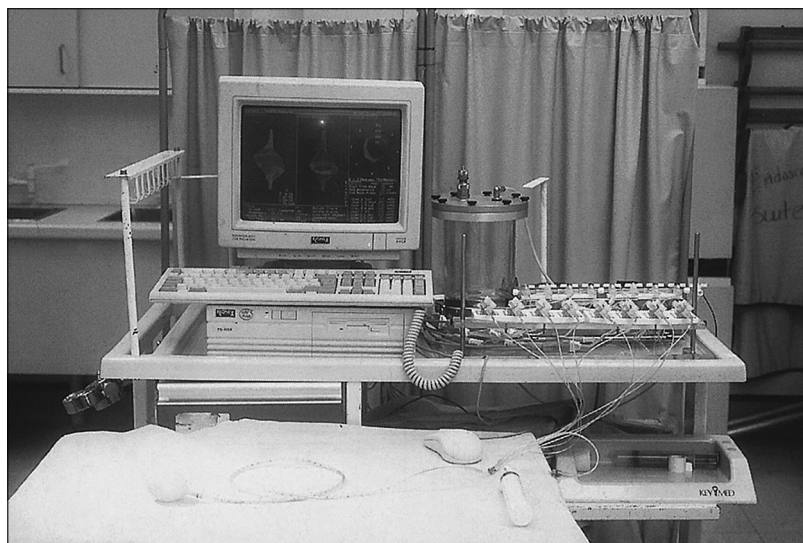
Перфузионная система, применяемая для аноректальной манометрии. Стандартный набор для перфузии воды и компьютерный интерфейс для аноректальной манометрии. На экране показан векторный объемный профиль.
